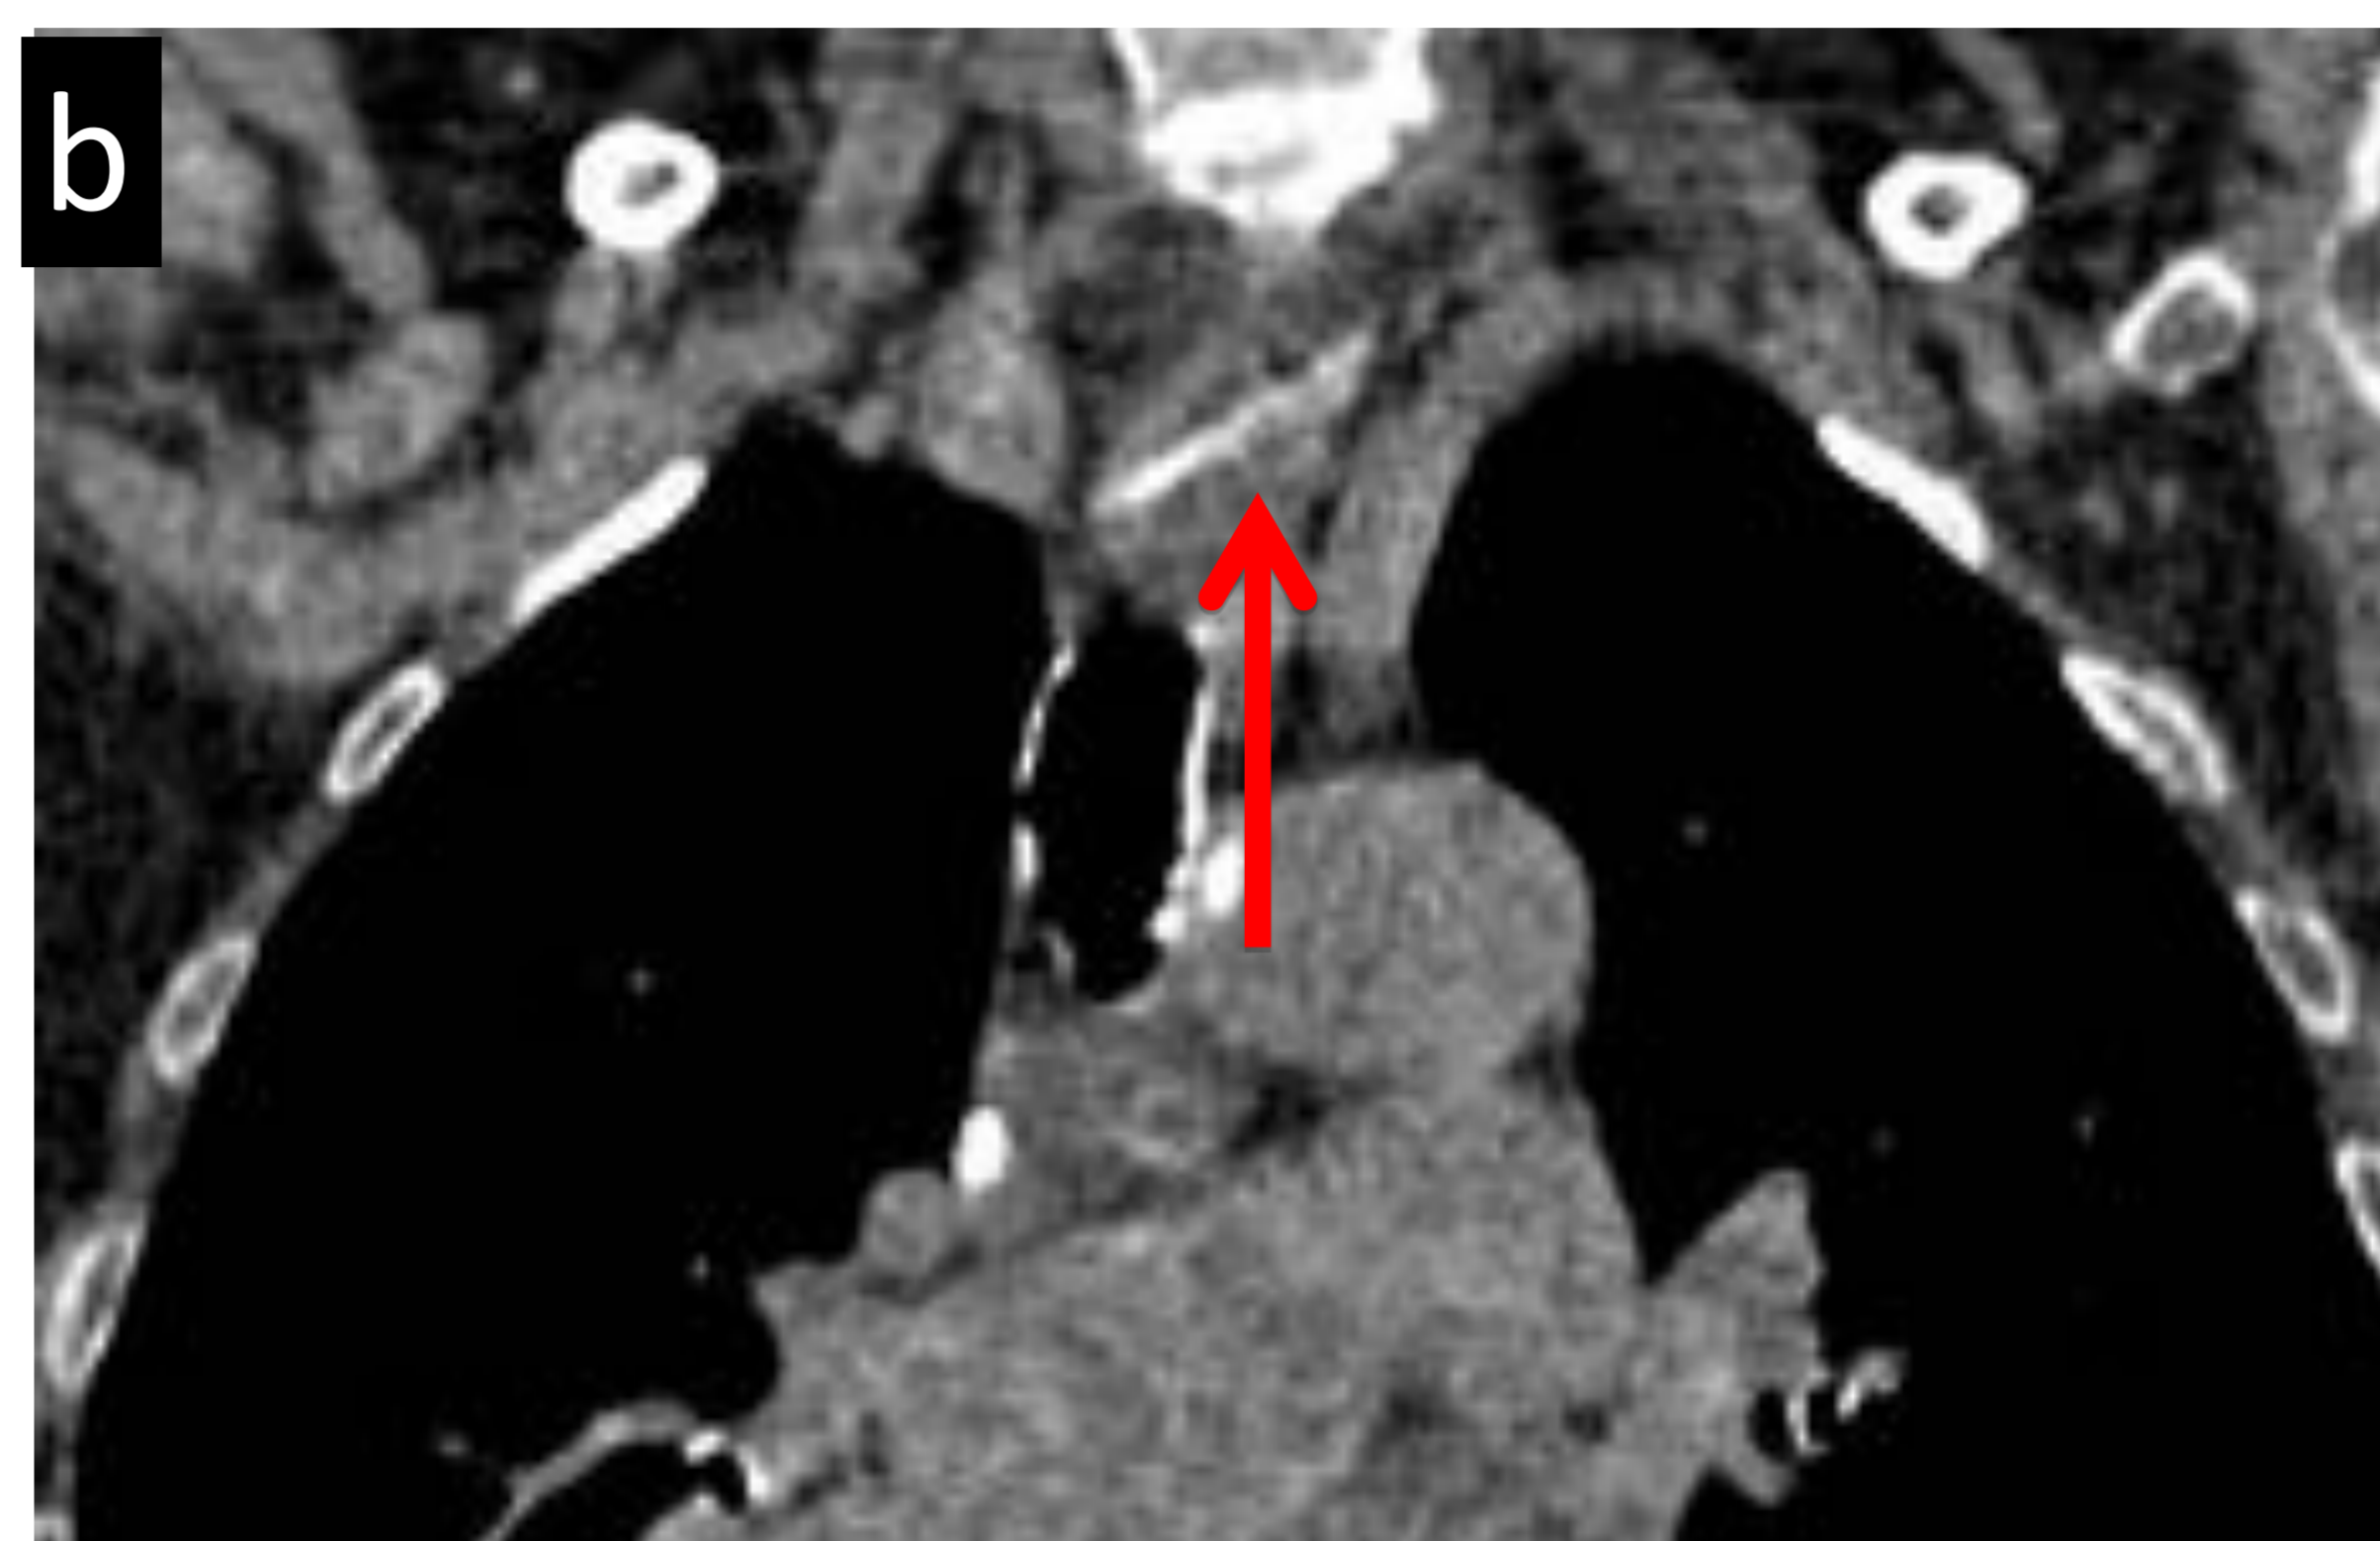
a) TC axial, b) TC coronal y c) TC sagital reconstrucción MIP sin CIV: cuerpo extraño (flechas) de morfología lineal y densidad similar al hueso que parece estar incrustado en las paredes de la unión del esófago cervical y torácico (a nivel del 3º-4º anillo traqueal) en relación con espina de pescado.
